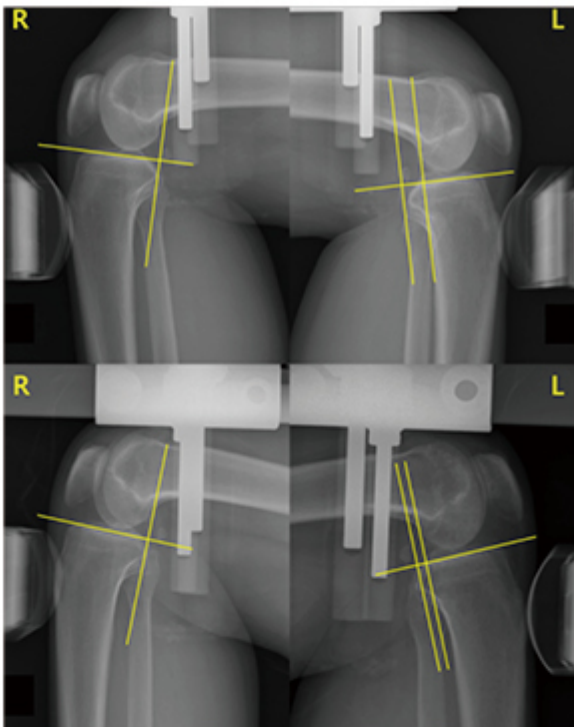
41세 남환의 보존적 치료 전후 후방 부하 스트레스 방사선 촬영 사진. 환자는 내원 1주일 전 자전거를 타다 넘어진 후 타원에서 후방십자인대 완전 파열로 진단, 수술적 치료를 권유 받았었음. 수상 후 1주엔 11 mm의 후방 동요가 관찰되었으며 (위), 완전 신전 상태에서 long leg cast를 3주 적용했고 이후 점진적으로 ROM exercise 시작하여 수상 후 3개월에 full ROM을 얻도록 하였음. 수상 후 6개월에 확인한 결과 후방 동요 4 mm로 관찰되었고(아래) 환자도 불안감 호소하지 않아 치료 종결하였음.
